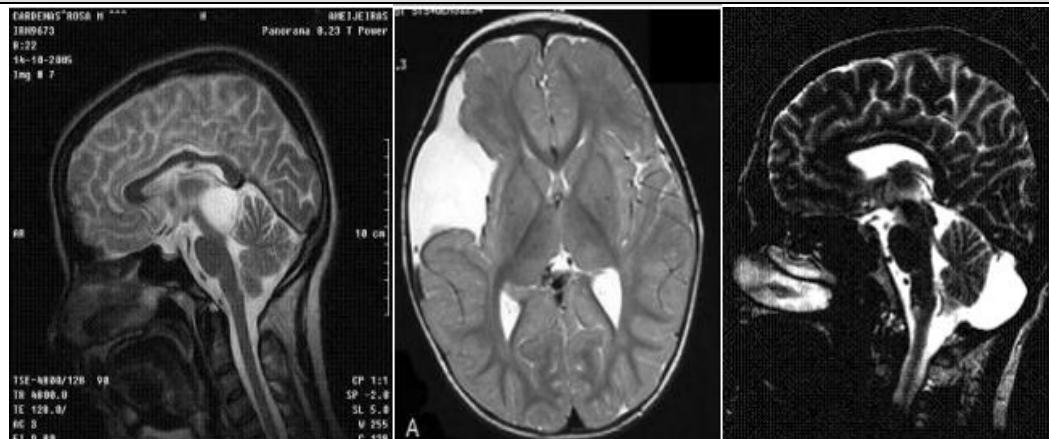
IRM de Cerebro. A. T2 sagital, quiste aracnoideo región pineal B. T2 axial, quiste aracnoideo de la fisura silviana (temporal) C. T2 sagital, quiste aracnoideo de fosa posterior línea media.
